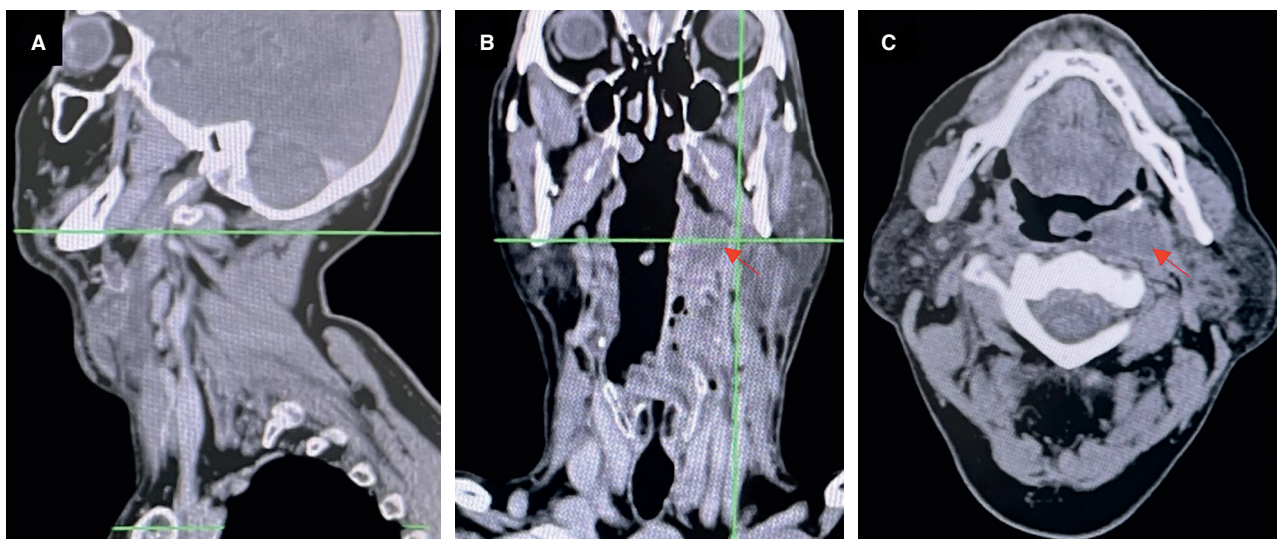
A) Tomografía computarizada corte sagital. Se observa aumento de volumen cervical en cuello. B) Tomografía computarizada corte coronal, flecha roja indica colección purulenta que desplaza la vía aérea hacia la derecha. C) Tomografía computarizada corte axial. Se observa disminución del lumen de vía aérea y flecha roja indica colección purulenta periamigdalina con tejidos inflamatorios asociados.
